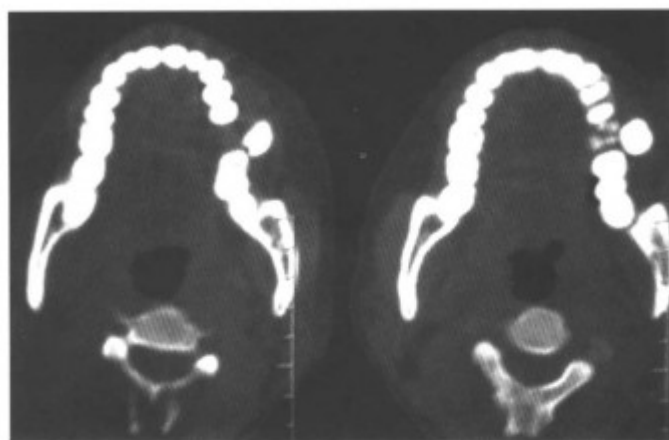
同上病例, CT 平扫, 显示牙齿被推移
